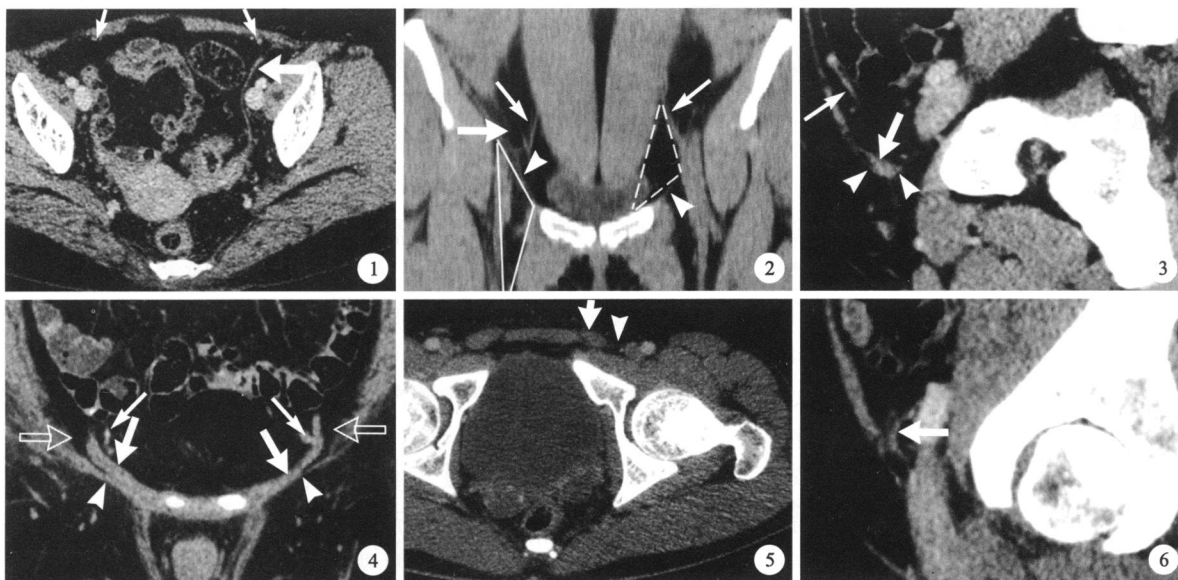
61 岁女性轴位盆腔增强 CT 图像, 可见双侧腹壁下动脉 (细箭) 及左侧子宫圆韧带 (粗箭) 图 2 27 岁女性冠状位重建平扫 CT 图像, 可见双侧腹壁下动脉 (细箭)、双侧腹股沟韧带 (箭头)、右侧腹股沟深环 (粗箭), 右侧影像学股三角 (实线三角区), 其内含脂肪及淋巴结, 左侧腹股沟三角 (虚线三角区) 图 3 54 岁男性左侧矢状位重建增强 CT 图像, 可见左侧腹壁下动脉 (细箭), 左侧腹股沟韧带 (箭头) 呈水沟样 0, 包绕左侧精索 (粗箭) 图 4 63 岁男性冠状位重建增强 CT 图像, 可见双侧腹壁下动脉 (细箭)、双侧腹股沟韧带 (箭头)、双侧精索 (粗箭) 及双侧腹股沟深环 (空箭) 图 5 22 岁男性轴位增强 CT 图像, 可见左侧腹股沟韧带 (箭头) 及精索 (粗箭) 图 6 与图 4 同一受检者左侧矢状位重建增强 CT 图像, 可见精索 (粗箭) 进入腹股沟深环
